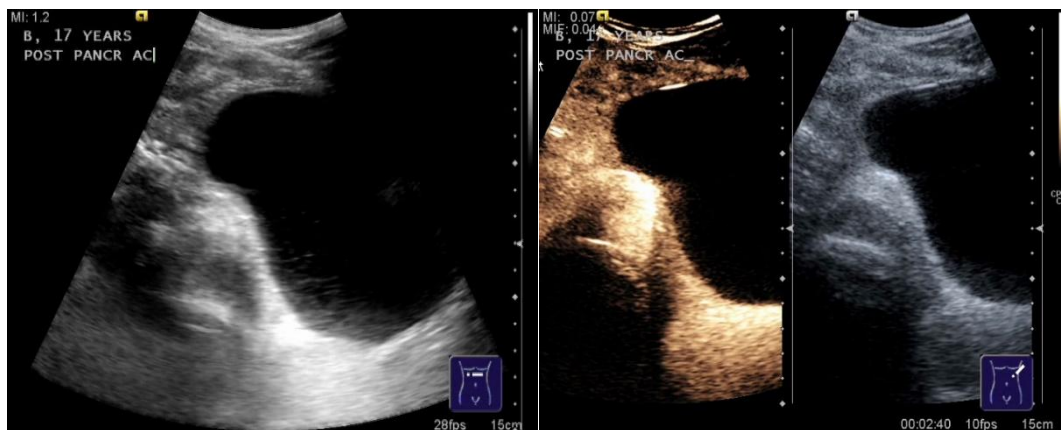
Formațiune chistică la nivelul cozii pancreatice, formațiune care nu captează contrastul ecografic
